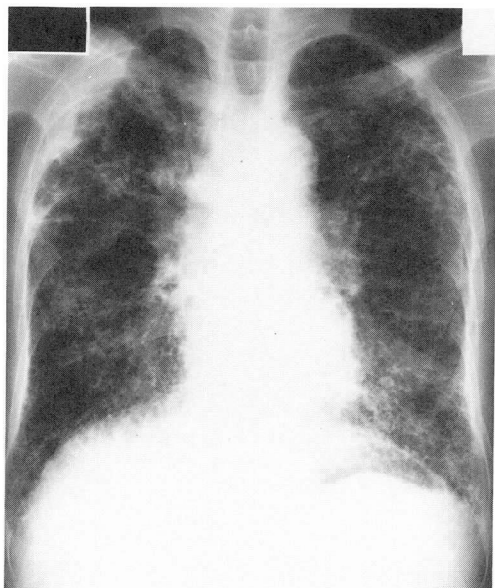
Chest roentgenogram at discharge revealing a remarkable improvement of the infiltrative shadow over the left upper lung field which existed on admission but appearance of the right upper pleural thickening.
